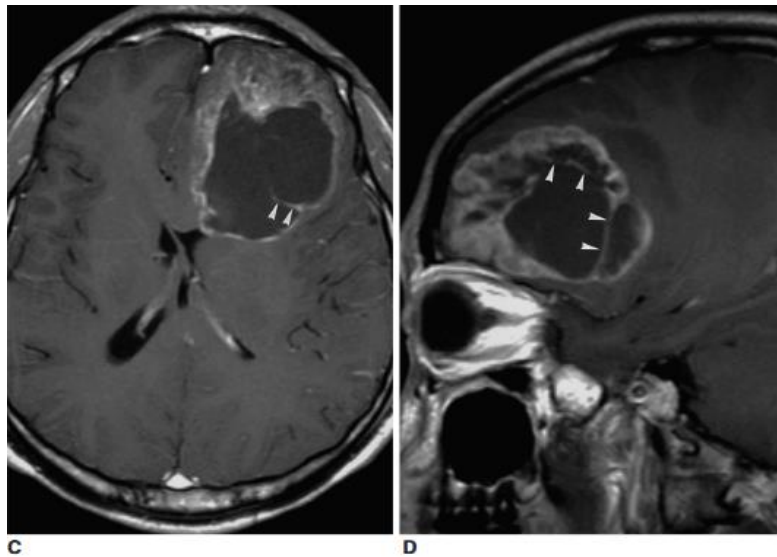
A. L'IRM séquence T2 en coupe axiale montre une volumineuse lésion frontale gauche comportant une large composante kystique (astérisque). La tumeur est en contact focal avec la corne frontale du ventricule latéral (flèche vide) et s'accompagne d'un discret œdème péri-lésionnel (pointes de flèche).
